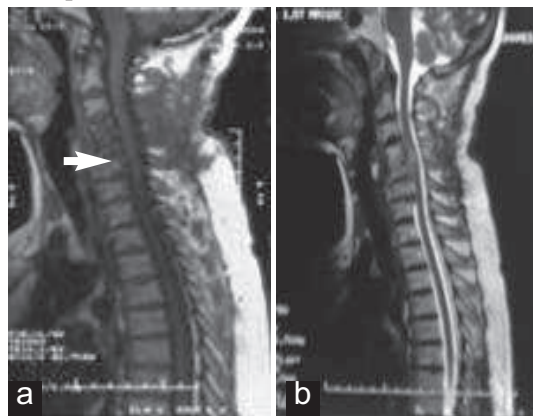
IRM cervicale en coupe sagittale T1 (a) et T2 (b) objectivant la disparition de l'épidurite et de la plus grande partie des hyper signaux évoquant la spondylodiscite en C4-C5 (contrôle post-thérapeutique à 2 mois)
